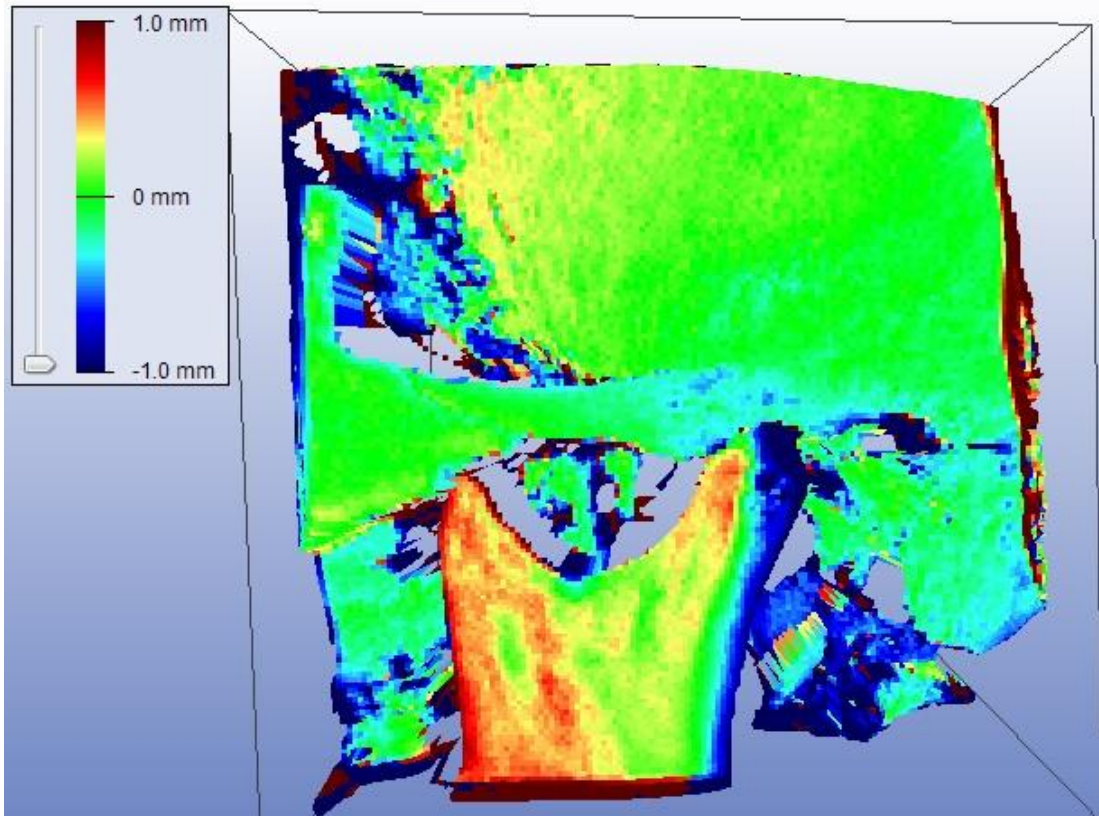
Superposición del primer y segundo cone beam
